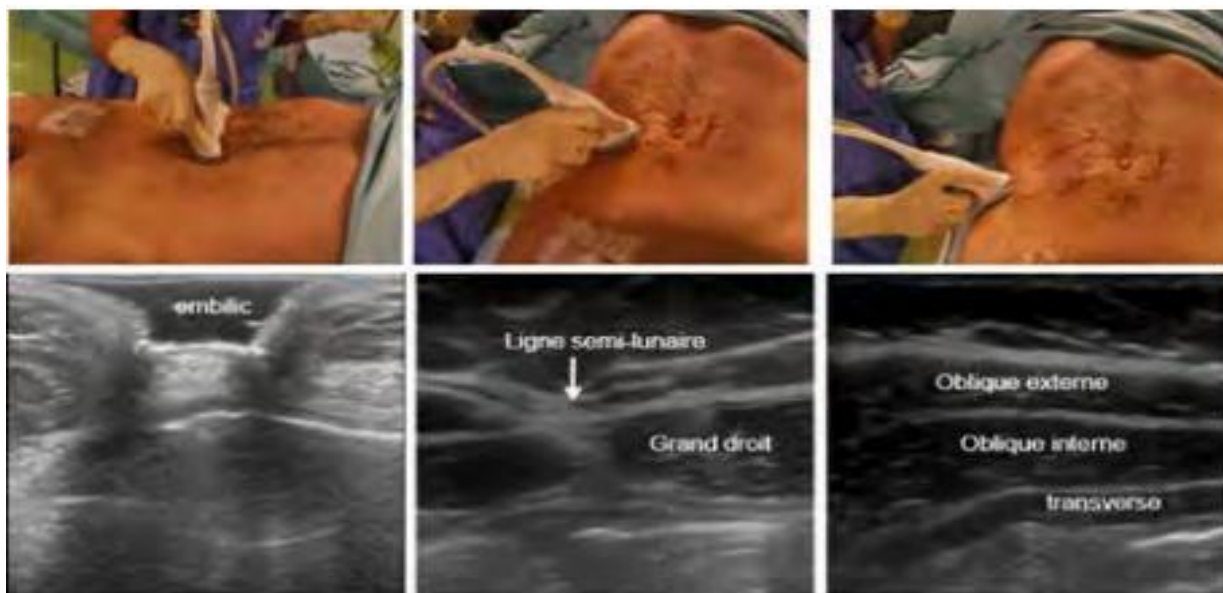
Éléments de repérage échographique sur une coupe transversale montrant le site d'injection.(35)
